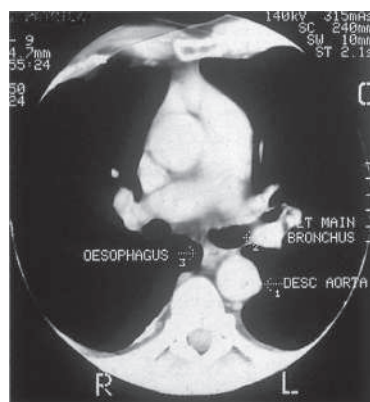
Компьютерная томограмма грудной клетки на уровне дуги аорты. Видно взаимное расположение ее задней части, левого главного бронха и пищевода: 1 — верхняя полая вена; 2 — восходящая часть аорты; 3 — правая главная легочная артерия; 4 — левый главный бронх; 5 — пищевод; 6 — нисходящая часть аорты
